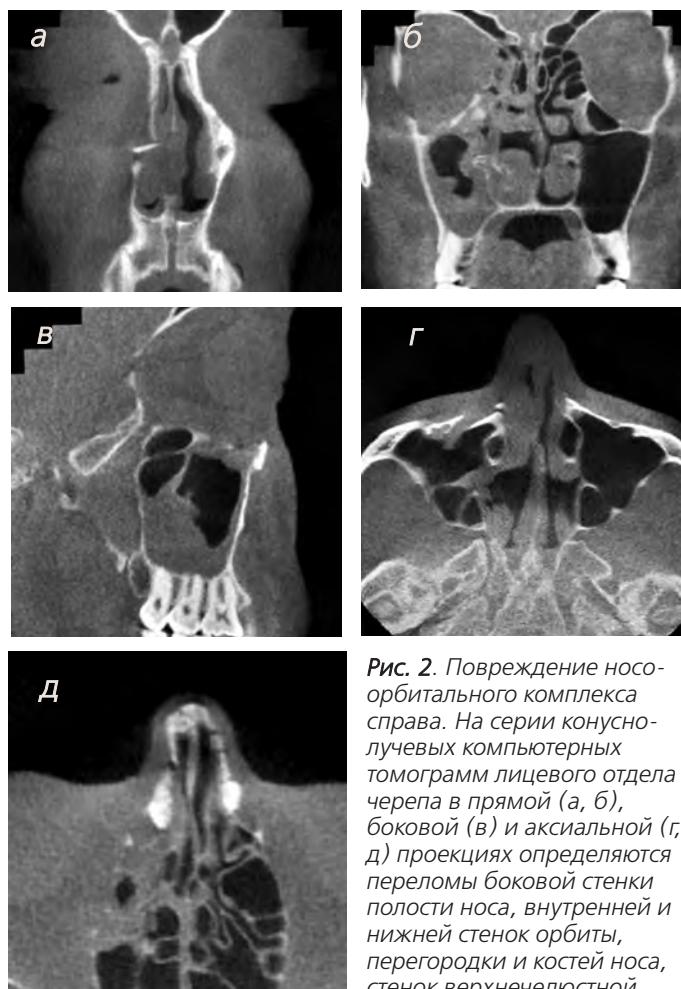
Повреждение носо-орбитального комплекса справа. На серии конусно-лучевых компьютерных томограмм лицевого отдела черепа в прямой (а, б), боковой (в) и аксиальной (г, д) проекциях определяются переломы боковой стенки полости носа, внутренней и нижней стенок орбиты, перегородки и костей носа, стенок верхнечелюстной пазухи. Утолщена слизистая оболочка в верхнечелюстной и лобной пазухах, решетчатом лабиринте справа
